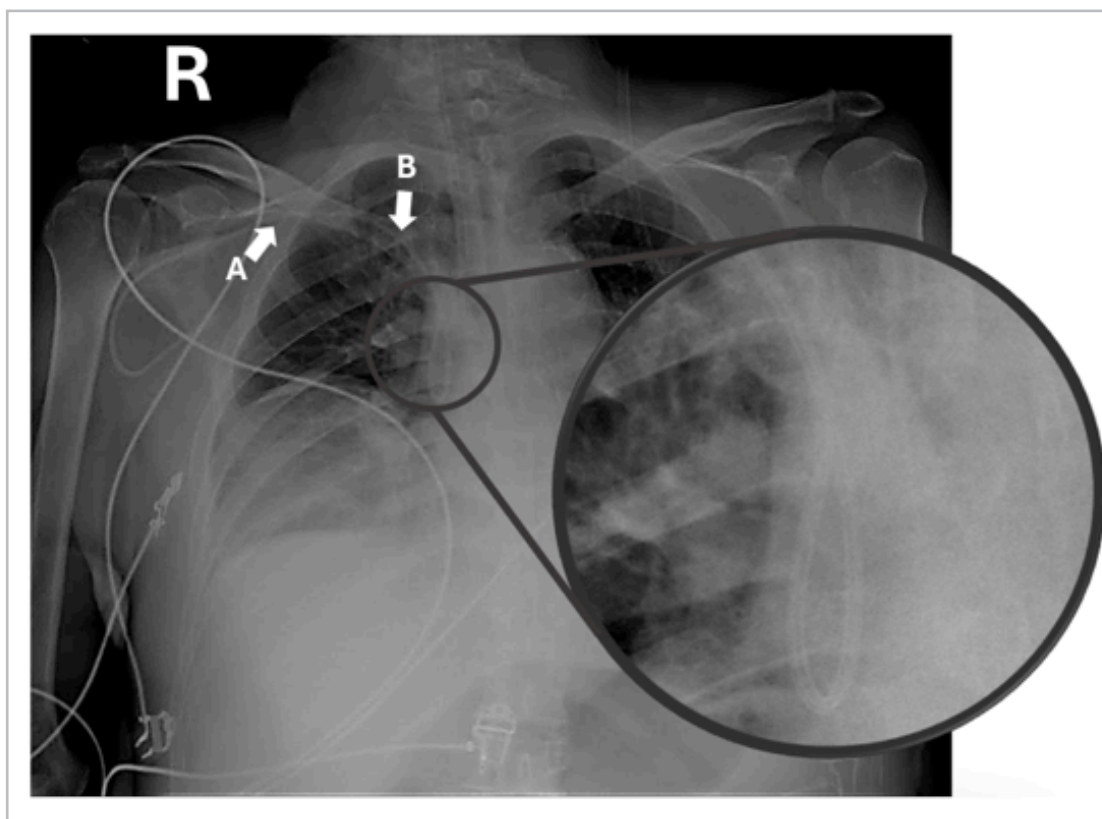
Radiografía anteroposterior de tórax. Flecha A señala el punto de entrada del catéter venoso central (CVC), flecha B la trayectoria cefálica inicial; el círculo con lupa resalta el bucle retrógrado en “U” hacia el cuello.
